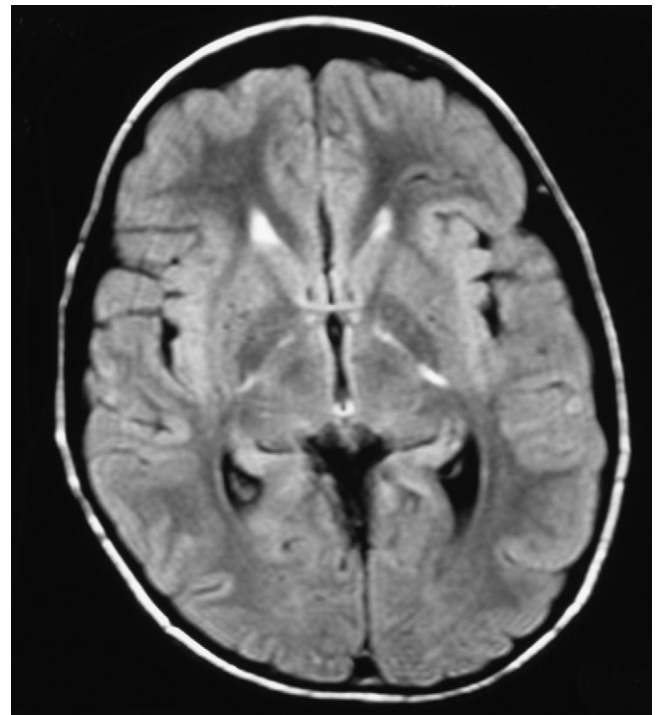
Coupe axiale en séquence Flair (IRM de mai 2006) objectivant un hypersignal intéressant le bras postérieur des capsules internes.
